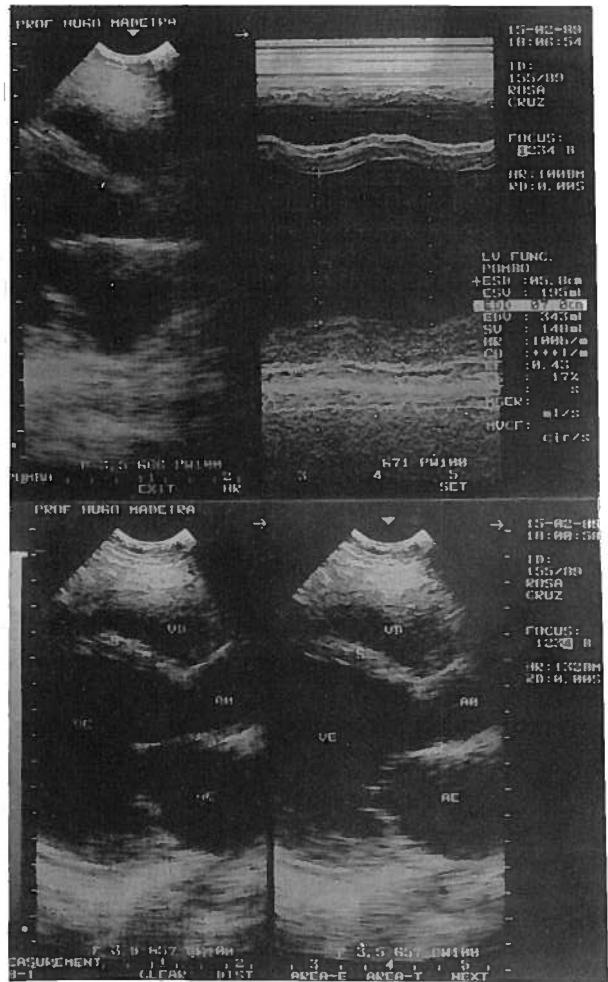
Ecocardiograma de Fevereiro de 1989, idêntico aos de Agosto e de Outubro/1983, mostrando acentuada dilatação do ventrículo esquerdo com compromisso da função sistólica.
